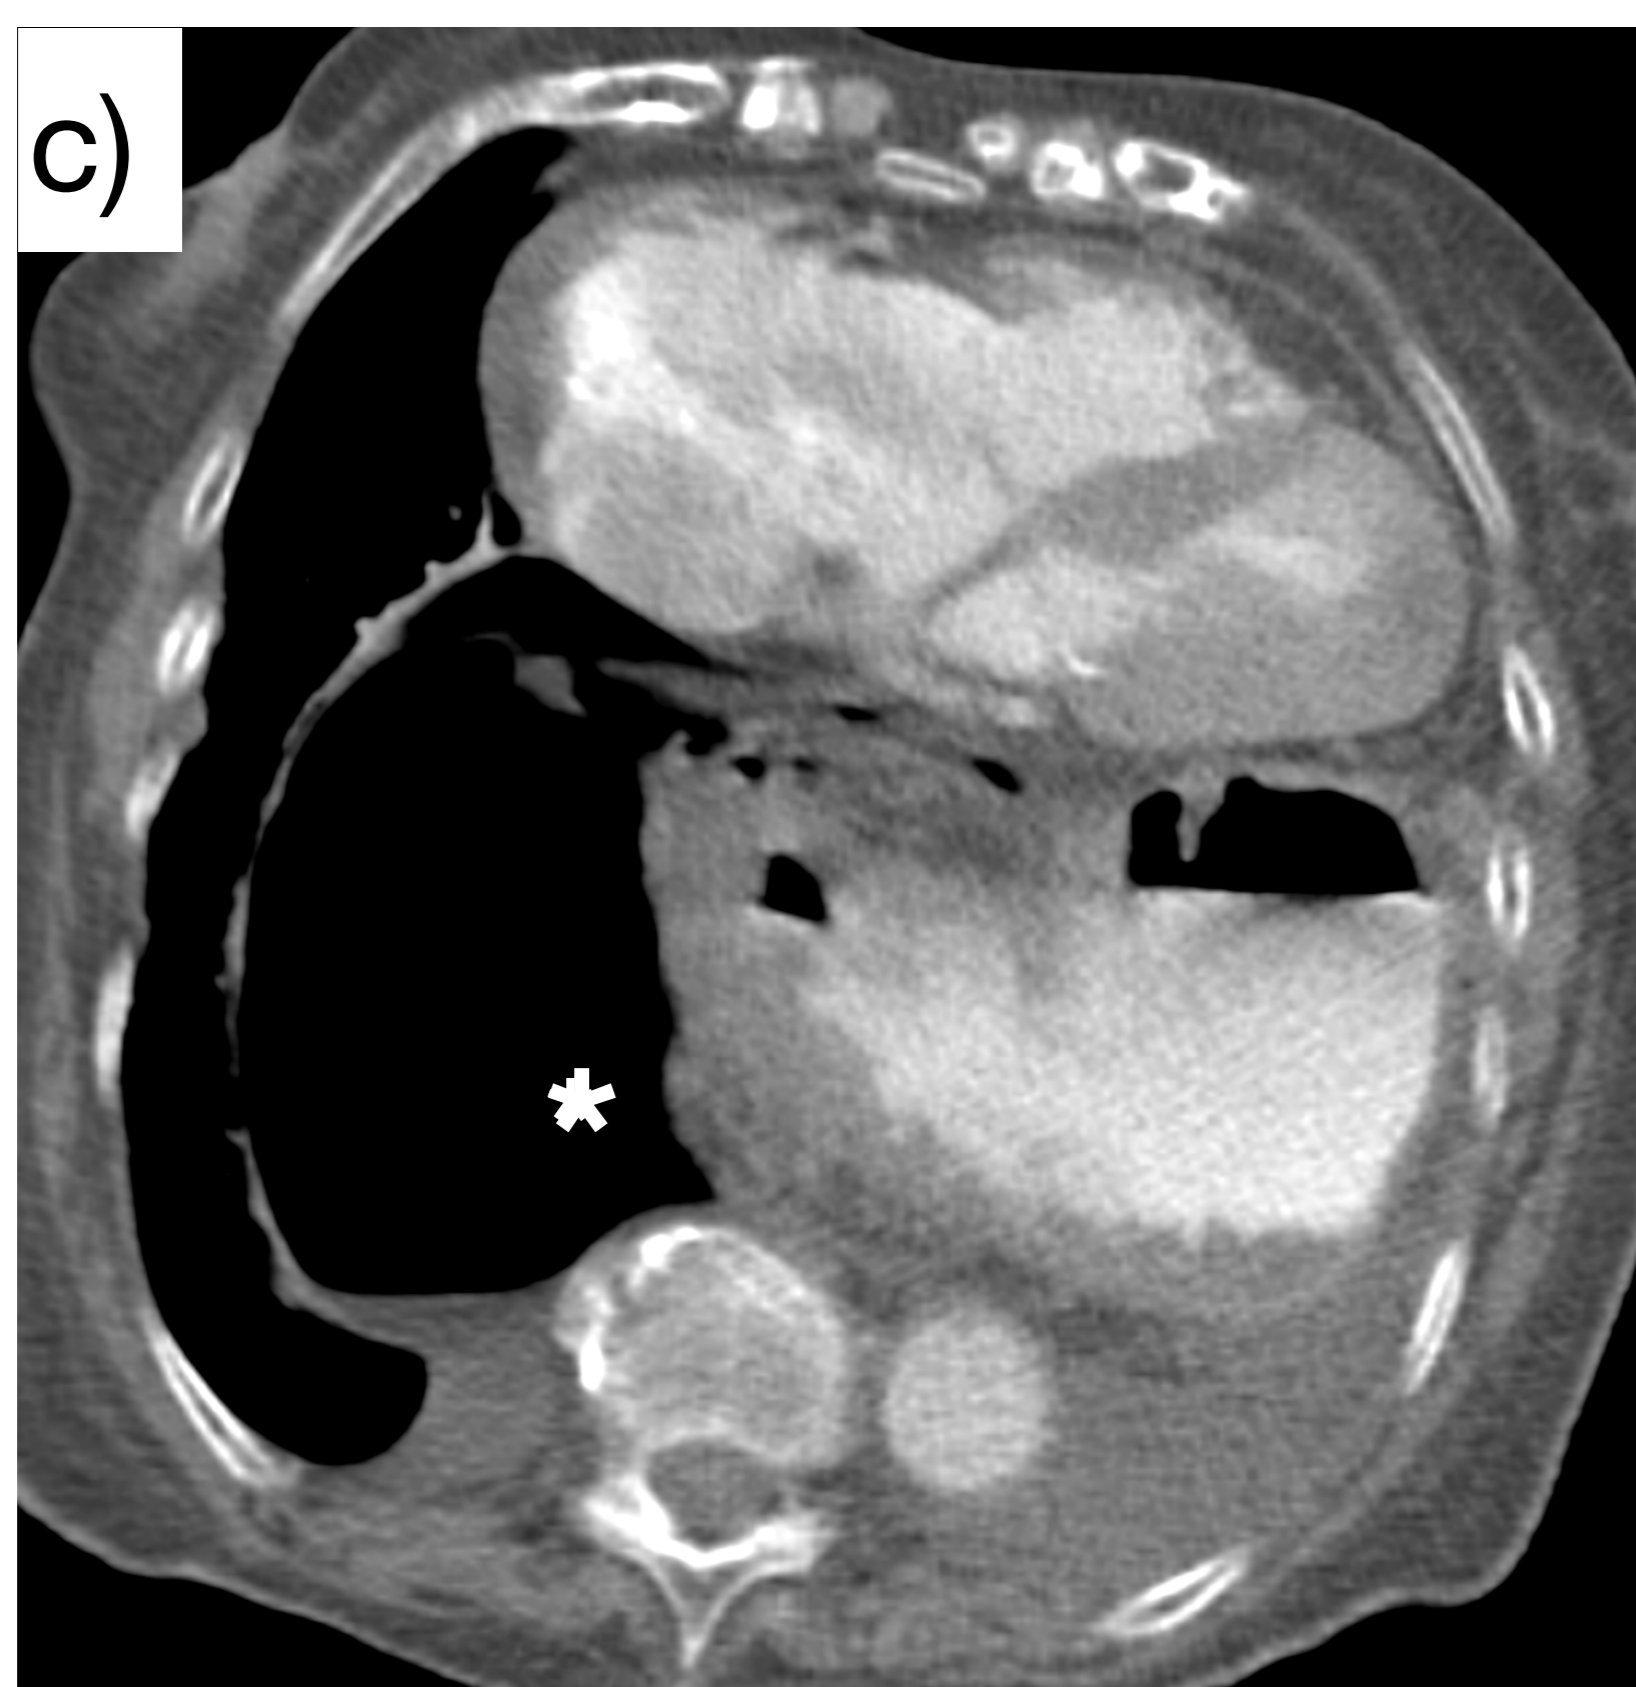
c) TC axial con CIV. Asterisco: neumomediastino adyacente a recidiva herniaria
